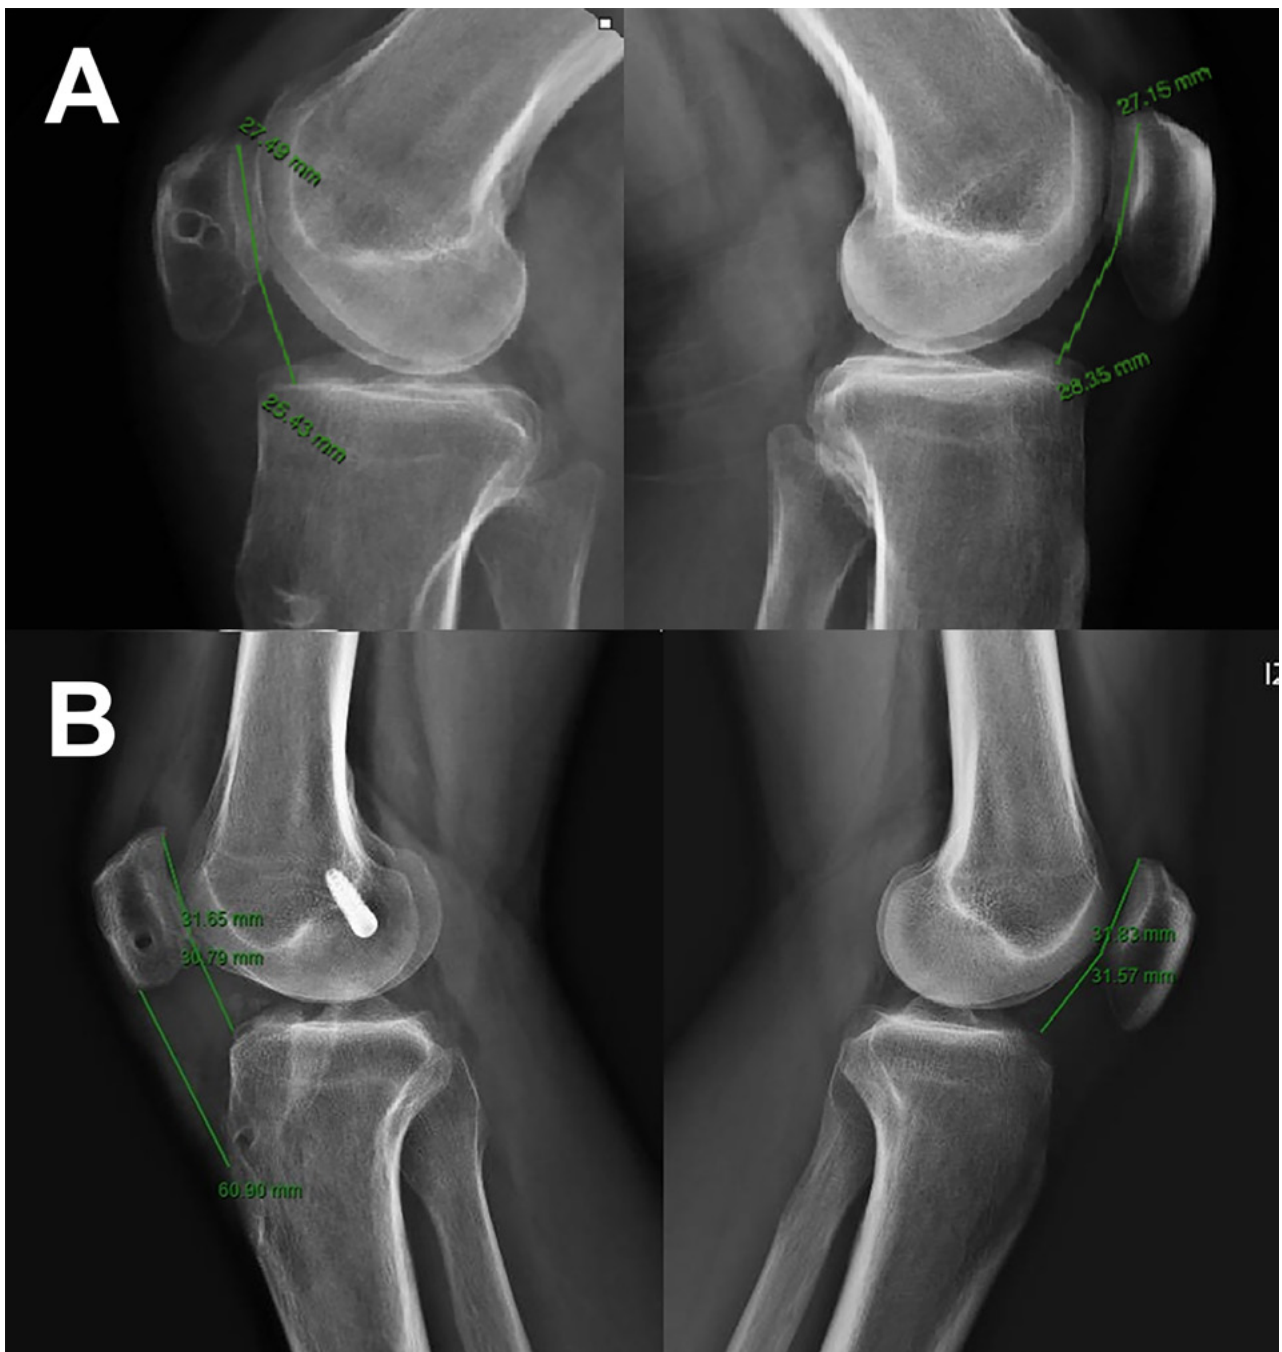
Radiografías postoperatorias para medir longitud del tendón rotuliano e índice de CD en comparación con la rodilla contralateral. Se observa restauración de la longitud del tendón rotuliano alcanzando el largo planificado previamente.
